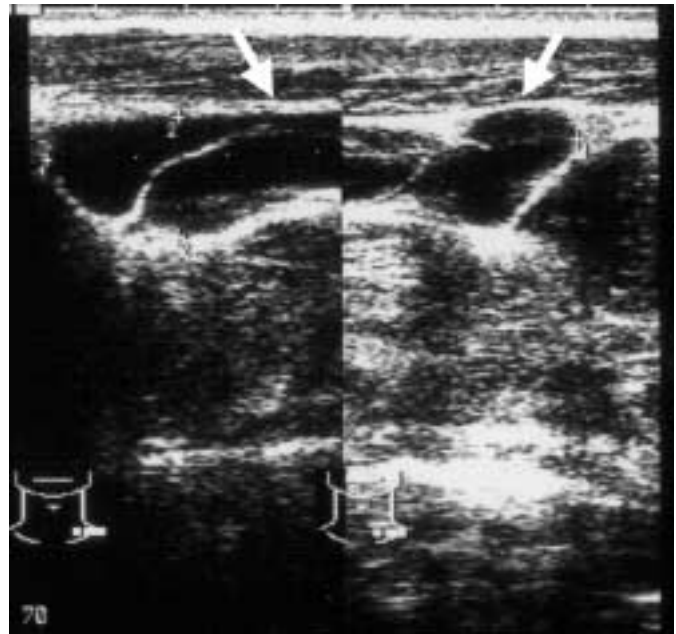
Tiefes zystisches kavernöses Lymphangiom – sonographisches B-Bild mit Darstellung der Septen (zusammengesetztes Bild) (links supra- und retroklavikulär).
